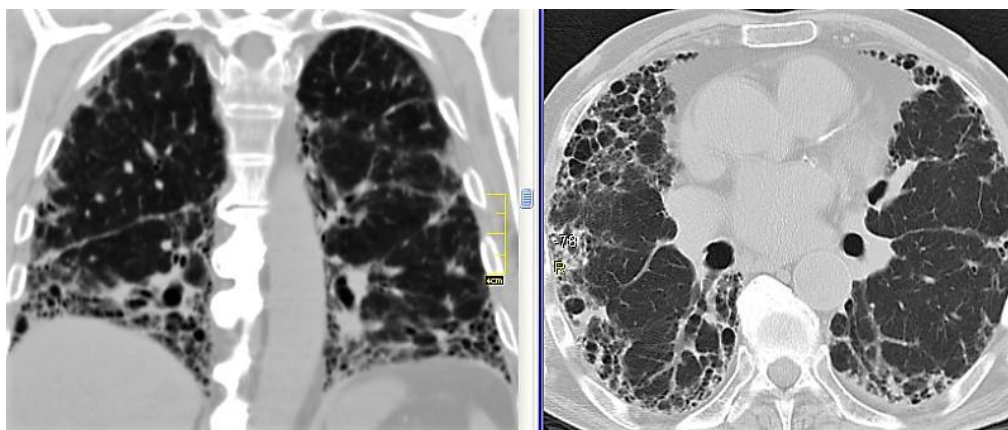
КТ хворого С., 75 років. КТ-патерн ЗП: переважає субплевральна та базальна локалізація, спостерігаються ретикулярні зміни і стільниковість при відсутності ознак невідповідності ЗП-патерну
